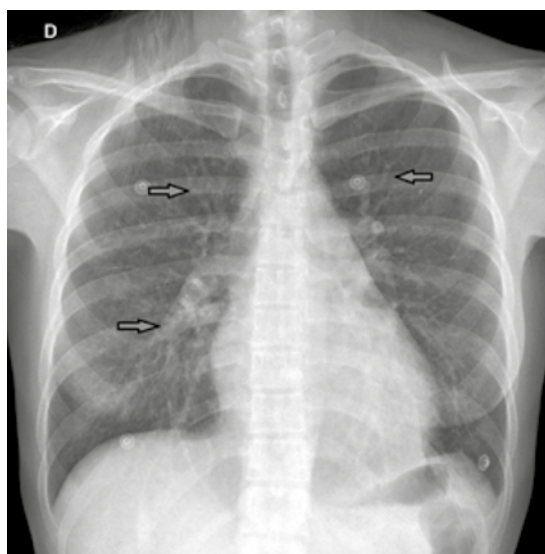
Radiografía posteroanterior de tórax con prominencia hilar bilateral y patrón reticulonodular.
